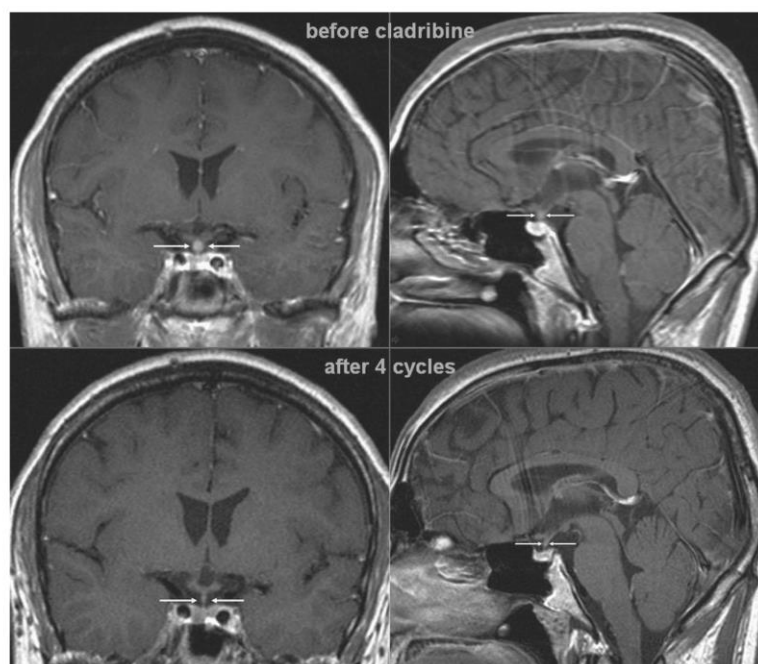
T1 weighted MRI scans of the brain in coronary (left) and sagittal (right) planes after application of contrast agent in Case 3. The ball-shaped enlargement (infiltration of the hypophysis infundibulum by LCH) fully retreated after cladribine monotherapy.
